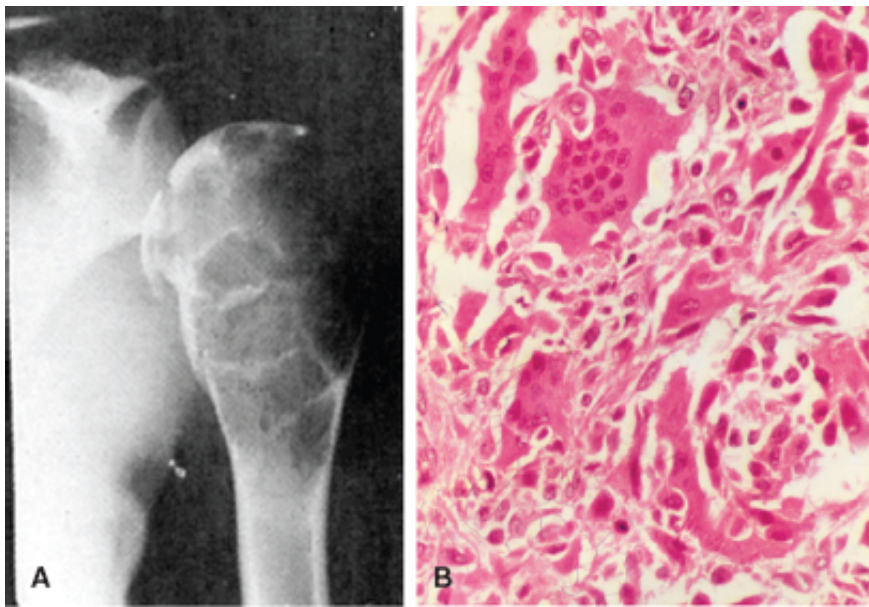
Neoplasia de células gigantes. A. Radiografia de ombro em que é possível observar lesão lítica, expansiva e trabeculada no terço superior do úmero. B. No corte histológico observa-se proliferação mesenquinal benigna permeada de células gigantes.
